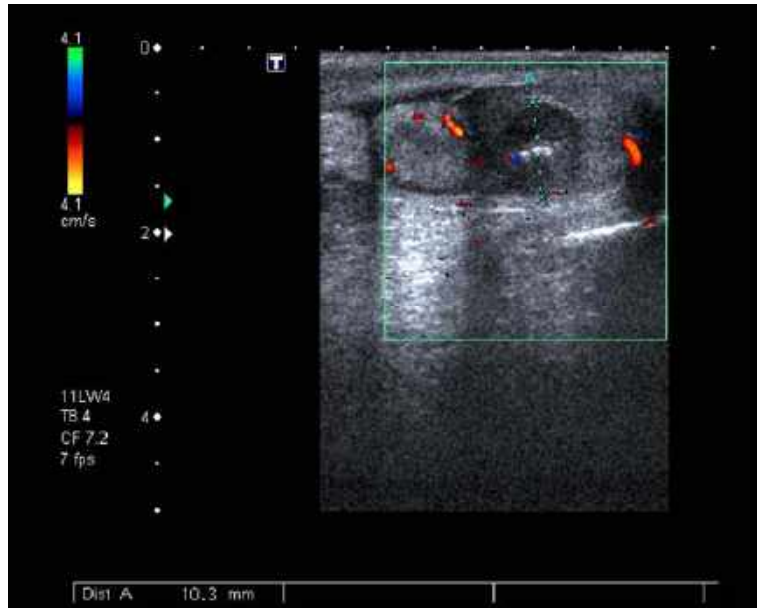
Ecografía testicular con una imagen hipocogénica de 1 cm sugestiva de neoplasia germinal.
